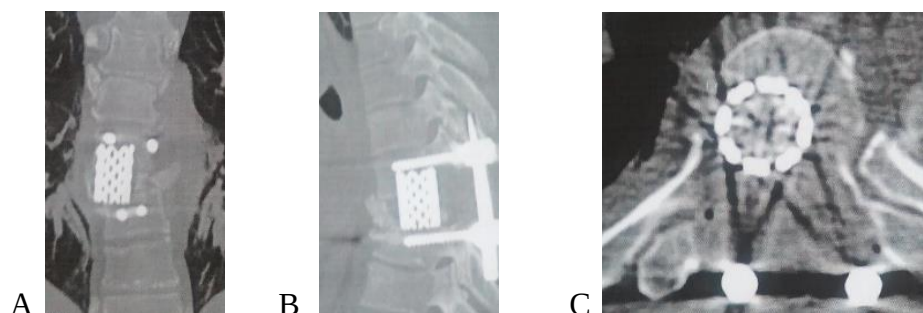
CT toracică de control A, B, C: A, B– secțiune sagitală acorpectomiei subtotale cu prezența cagelui, C– secțiune axială cu prezența cagelui.
